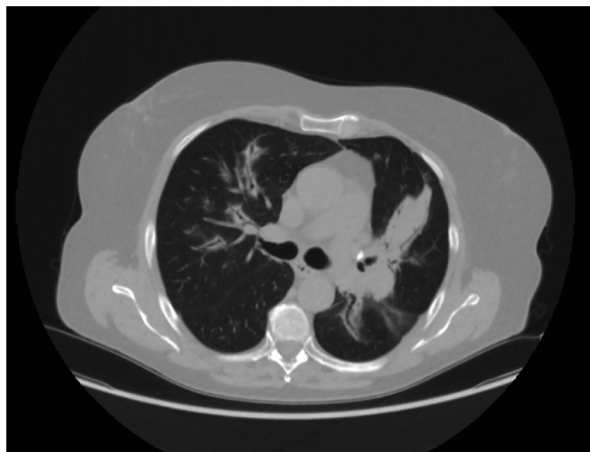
Tomografia komputerowa o wysokiej rozdzielczości klatki piersiowej, w którym stwierdzono obecność zmian mogących odpowiadać pseudoprogresji, zmianom zapalnym lub zmianom po radioterapii pod postacią przywnękowych zmian naciekowych po stronie lewej
